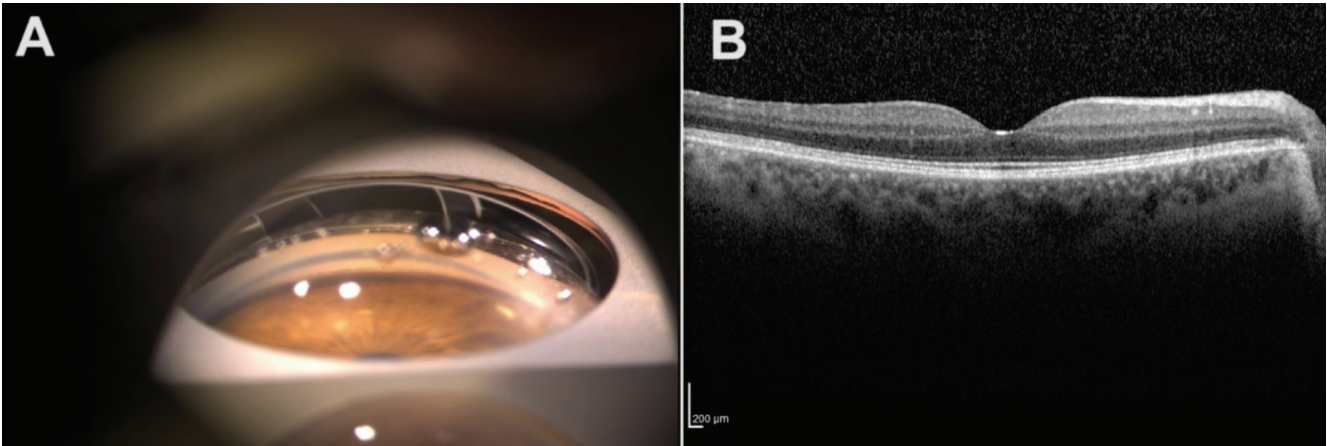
Olgu 1'in gonyoskopik değerlendirmesi, lazer tedavisini takiben inferior açıda lens bakiyesi olmadığını göstermektedir (A). Optik koherens tomografide, lazer tedavisi sonrası kistoid maküla ödemi bulgusu olmayan normal bir maküla görünümü görülmektedir (B)
